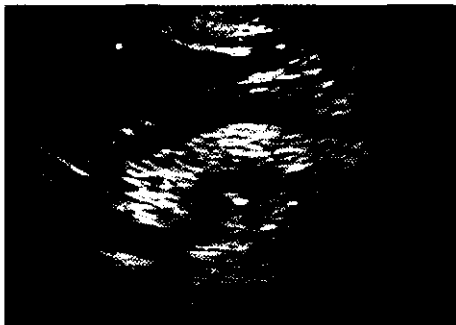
УЗИ поджелудочной железы при хроническом панкреатите: четкие, мелкобугристые контуры органа.
